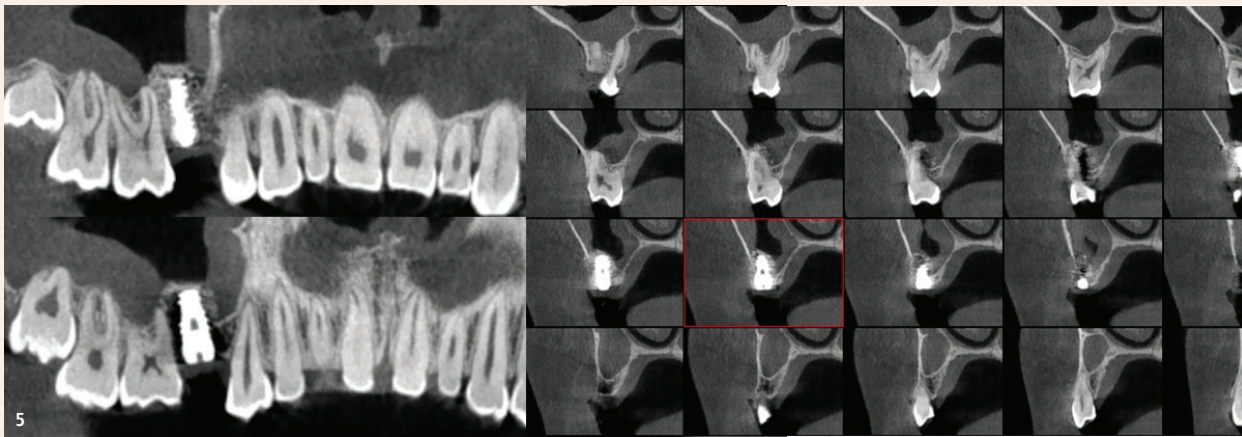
Abschließende Computertomografie mit koronalen und sagittalen Schnitten.
